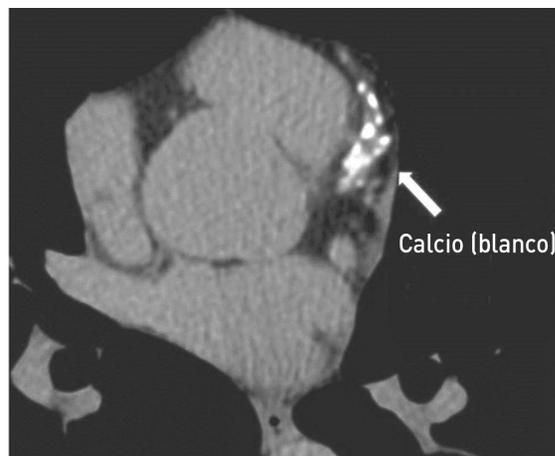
Imagen de TAC sin contraste donde se visualiza calcio (áreas blancas) en una arteria del corazón.*
